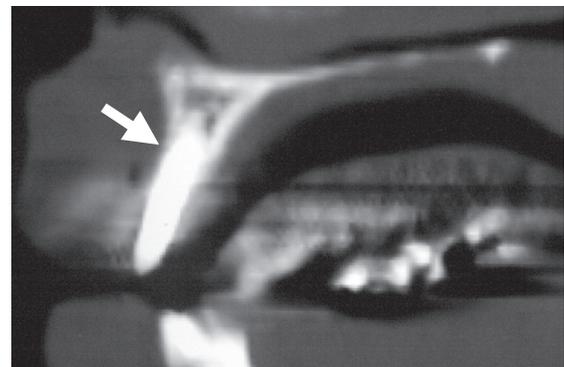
術後X線CT(症例7), 頬側・口蓋側の歯槽骨が1~2mmの狭い幅に植立している。
